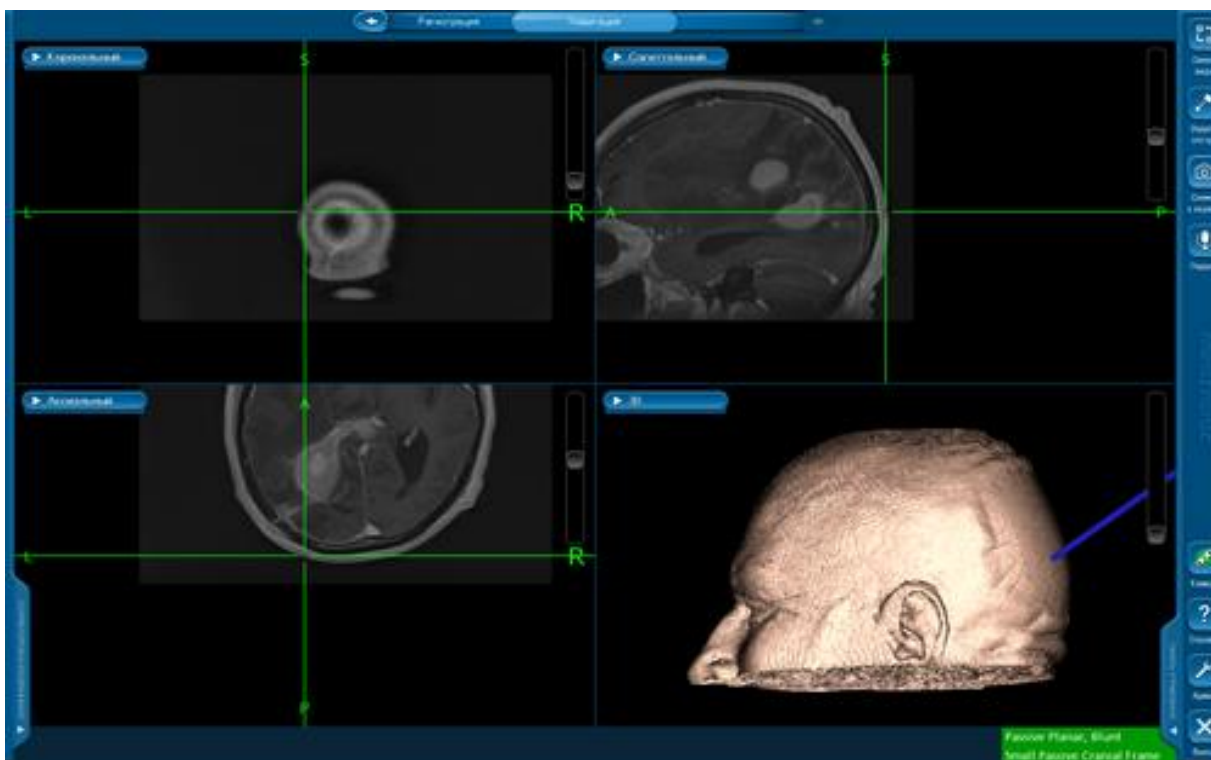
МРТ-изображение головного мозга больного с продолженным ростом глиомы задних отделов теменной, затылочной и височной долей правого полушария мозга
